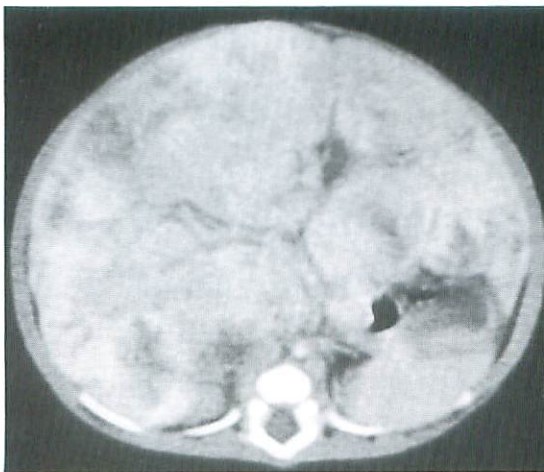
a: 肝内にびまん性多発性に腫瘍をみとめる. b: 造影CTの後期相で均一に造影される.
